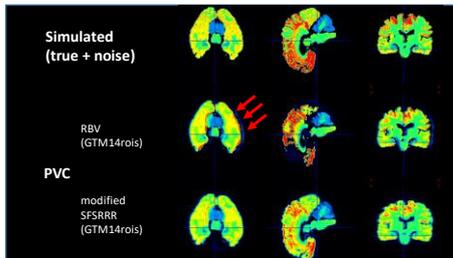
誤差伝播解析の例: 形態画像と PET 画像の位置ずれ
